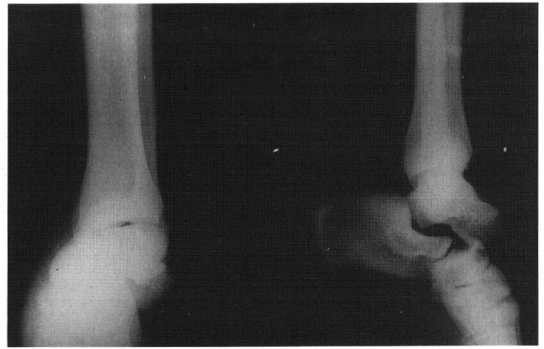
Initial roentgenogram of the left ankle, shows posterior dislocation of the subtalar joint with dislocation of the talocalcaneal joint and talonavicular joint.
